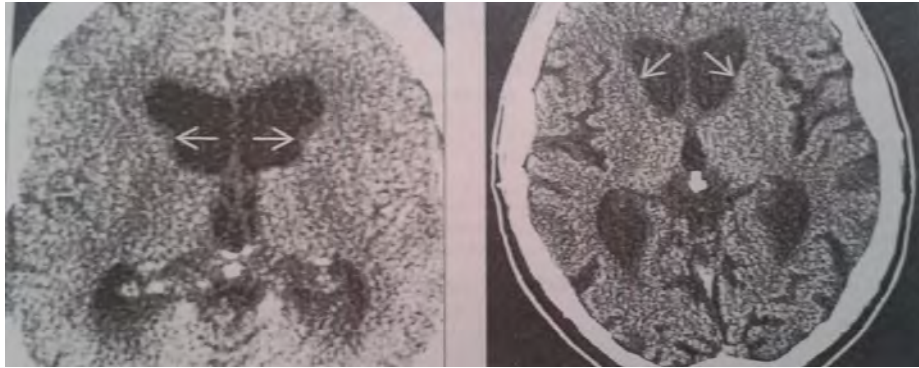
IZQ. Tomografía Axial Computarizada que muestra la atrofia bilateral en el núcleo caudado. DER. Atrofia cerebral generalizada y los cuernos de los ventrículos laterales alargados. ²³
